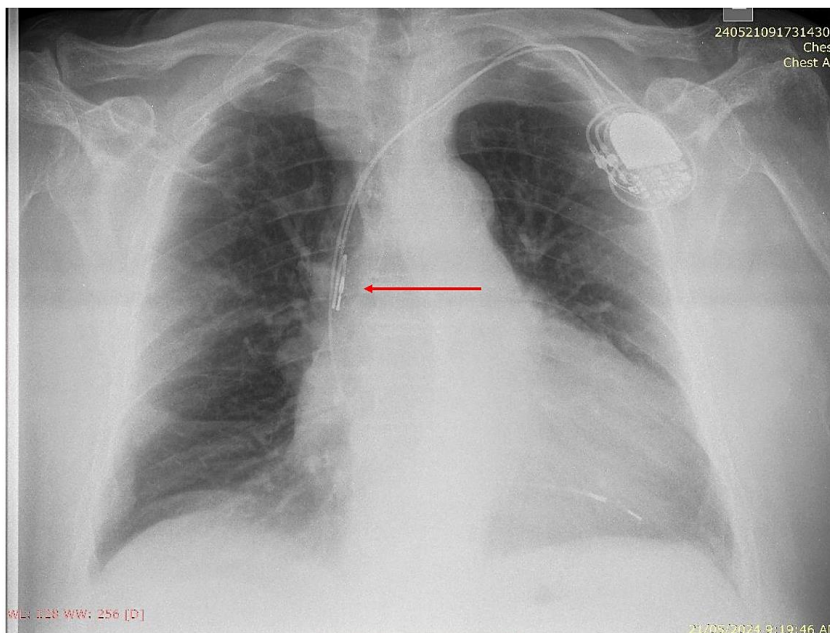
Radiografie de torace postero-anterioară: Stimulator cardiac bicameral – deplasarea sondei atriale (săgeata roșie)
